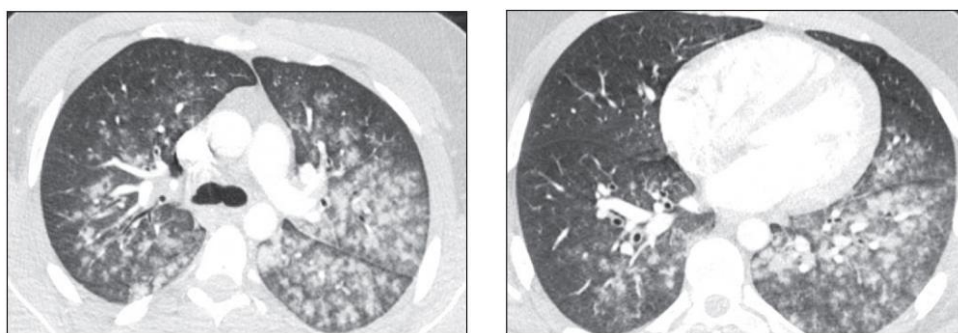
Imágenes de angio-TC pulmonar axial muestran hallazgos compatibles con hemorragia alveolar difusa (17).
